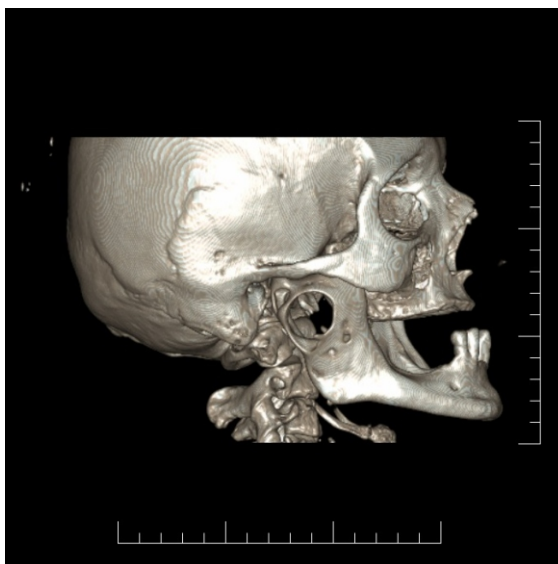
3D-CT analysis with destructive cyst in the right ramus mandibulae.
